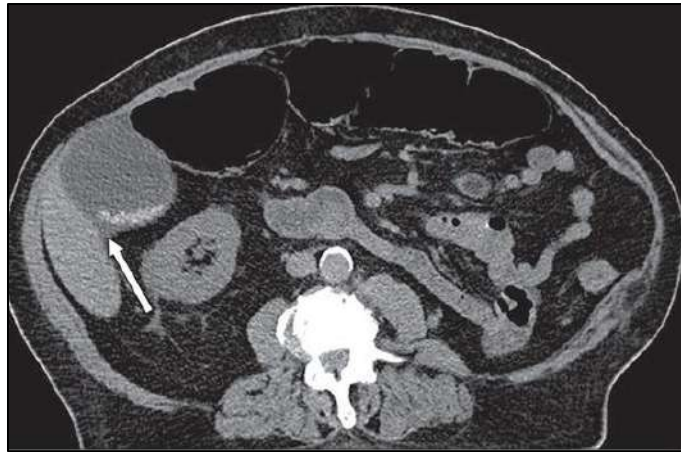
Une image de TDM montre une lithiase biliaire, une distension et un épaississement de la paroi de la vésicule biliaire et du liquide péricholécystique. (23)
